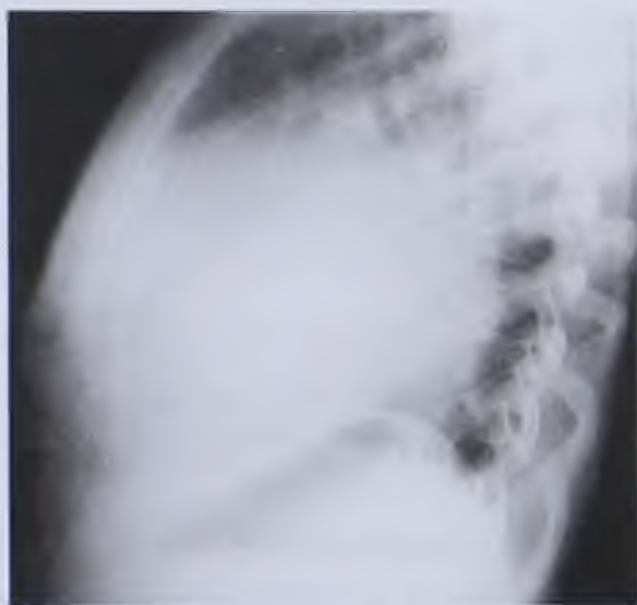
Рентгенограмма в левой боковой проекции. Увеличение левого желудочка
